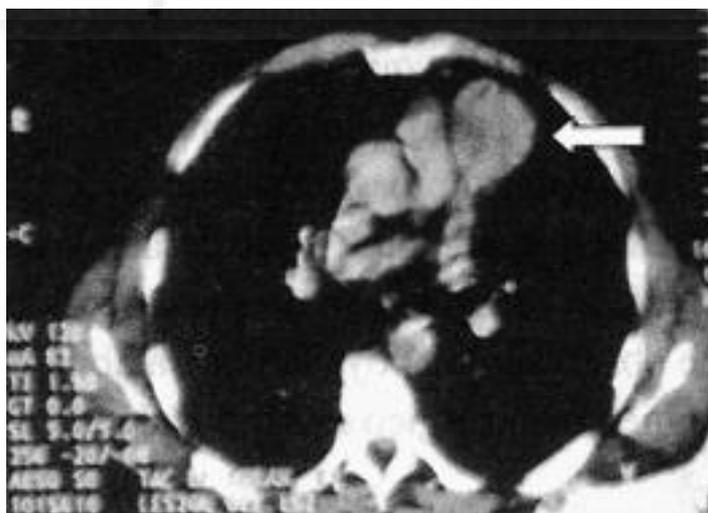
Tomografía computerizada: Timoma.
